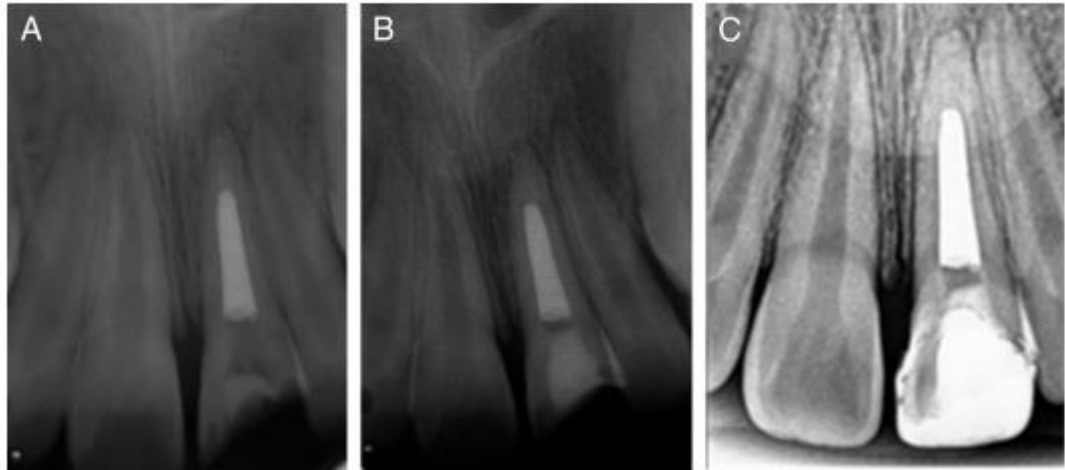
Radiografías de seguimiento a los (A) 3 (B) 6 y (C) 18 meses. El proceso de curación es evidente radiográficamente 3 y 6 meses después tratamiento de apexificación. (C) A los 18 meses no hay evidencia de radiolúidez periapical.(25)
